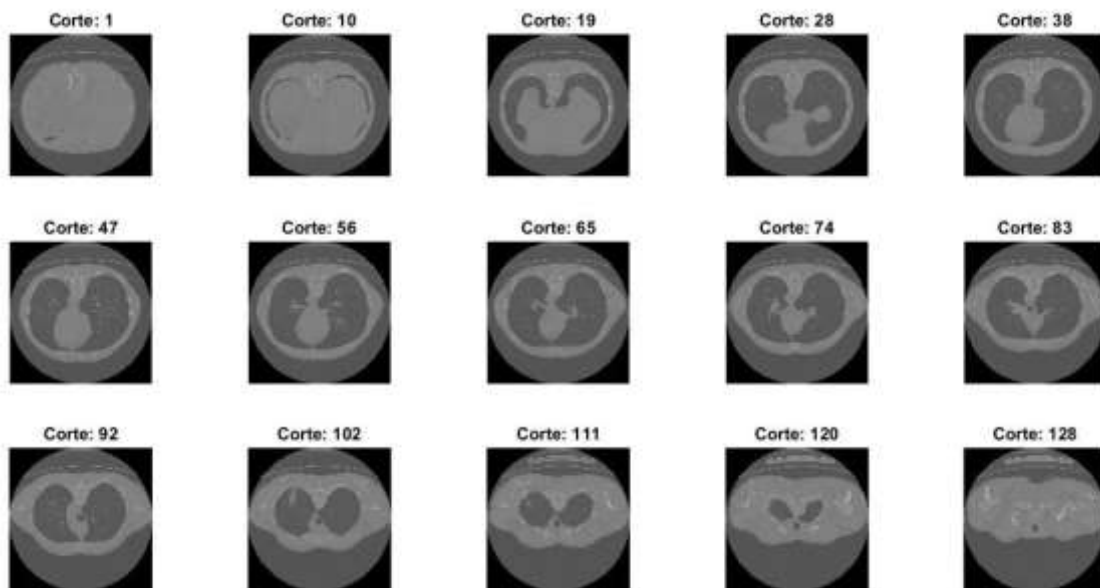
Exemplo da visualização de vários cortes num conjunto de dados de TC normalizada
